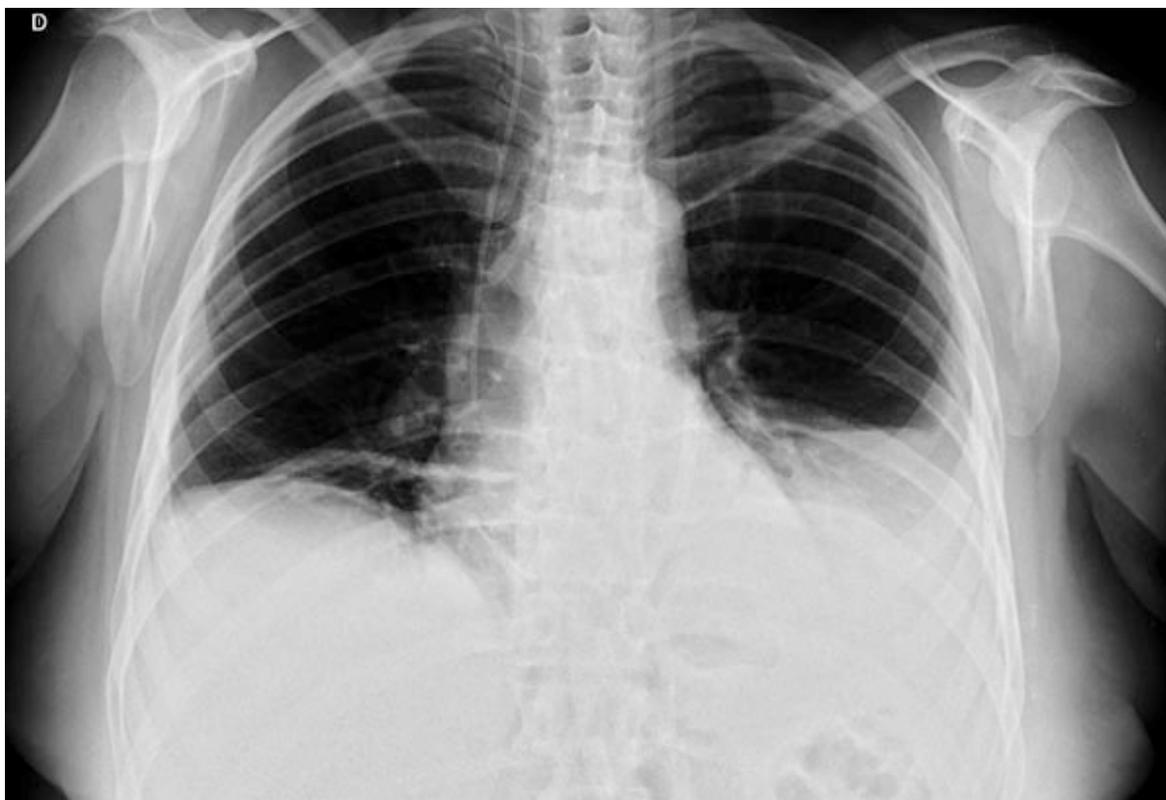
Radiografía directa de abdomen visualizando aire libre entre cúpula diafragmática y reborde hepático
